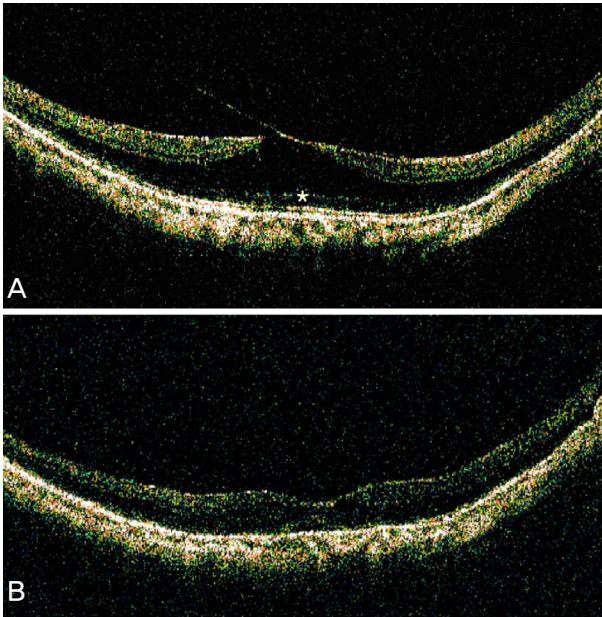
Case 1. (A) Optical coherence tomography findings before surgery show lamellar macular hole with detached posterior hyaloid adherent to operculum, and intact foveal photoreceptors (asterisk). Thin, high reflective layer at the level of the inner retinal surface which corresponds to the epiretinal membrane is seen. Preoperative BCVA is 0.4. (B) Optical coherence tomography findings at 4 weeks after surgery show the disappearance of vitreomacular traction and intraretinal split, and almost normalized foveal configuration as well.
